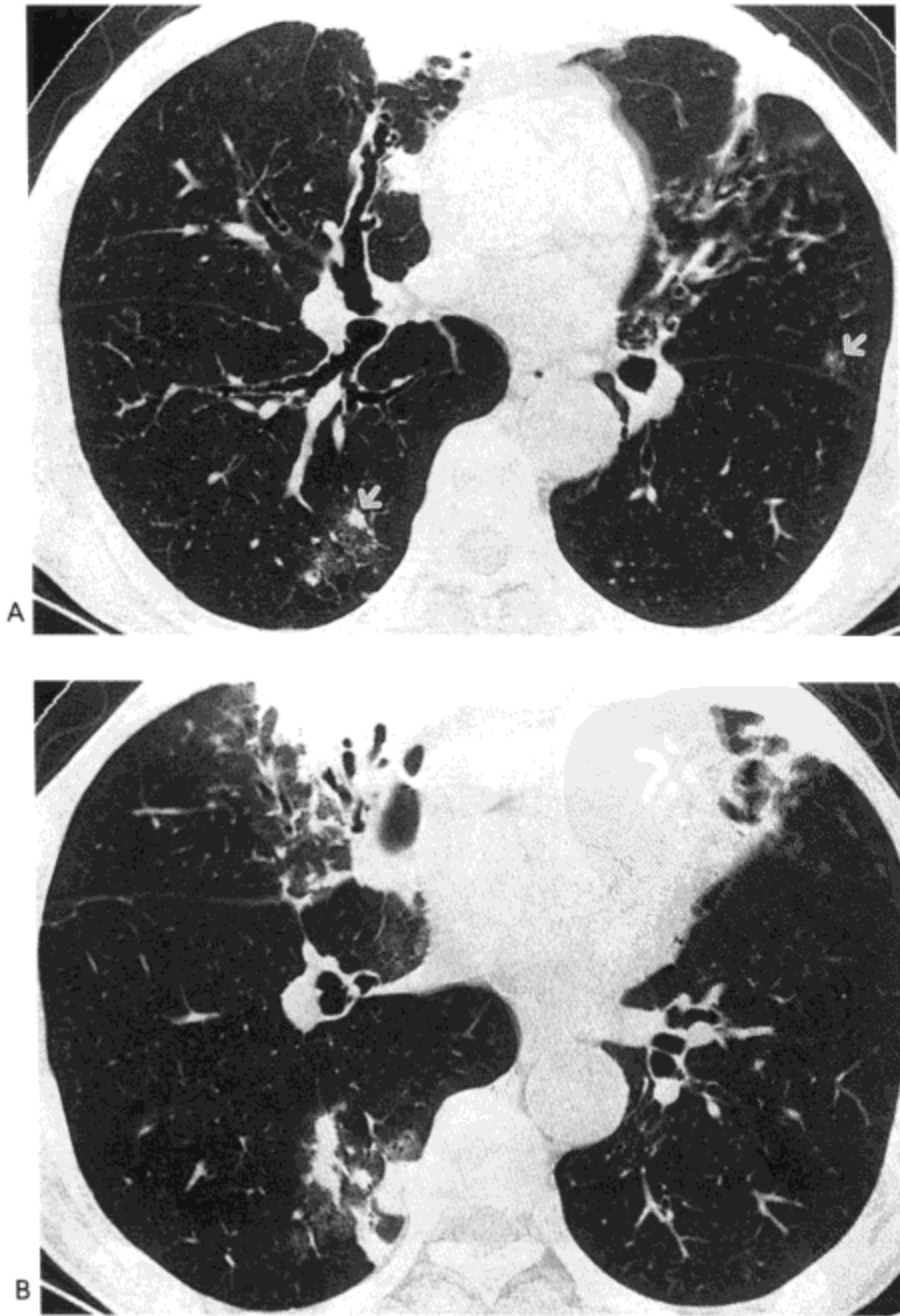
鸟-胞内分支杆菌感染。A：右中叶支气管水平高分辨率CT像（1.0mm层厚）示右中叶与舌叶支气管扩张。右中叶与舌叶内还可见小结节与局限性实变区。B：下肺静脉水平影像示右中叶与舌叶支气管扩张。同时注意右中叶与右肺下叶实变及磨砂玻璃影。病人男，72岁。
